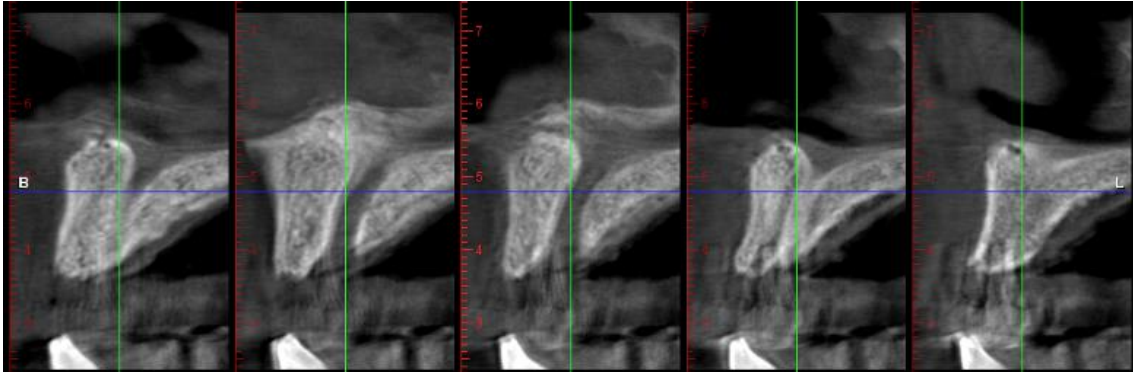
Tomografía computarizada de haz cónico perteneciente al maxilar superior en el que se observa el conducto nasopalatino con las crestas óseas adyacentes.
